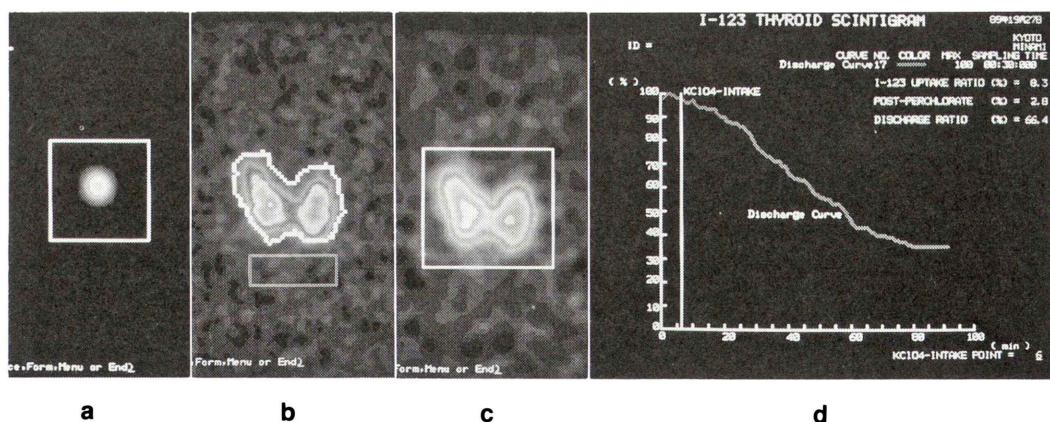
^{123}I -thyroid scintigram and perchlorate test. a. Pre-count of ^{123}I (iodine capsule) 3.7 MBq before oral administration. b. Planar imaging of thyroid gland at 6 hours after the administration of ^{123}I . c. Planar imaging of thyroid gland at 60 minutes after the oral administration of 1 g of perchlorate. d. Discharge curve.
